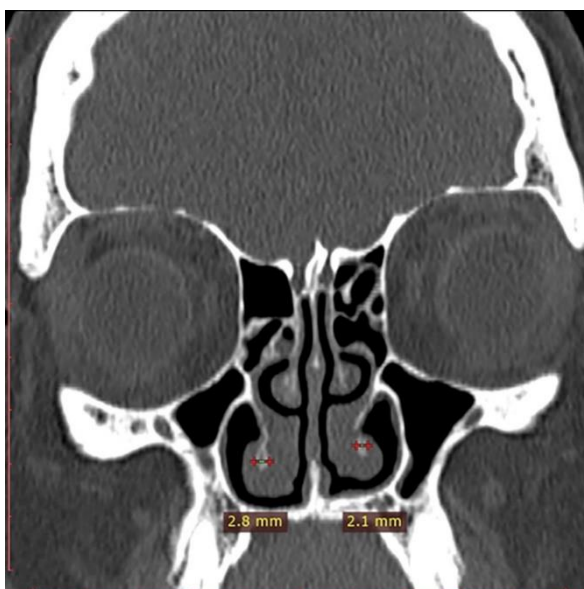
Secțiune CT coronală - componenta osoasă a cornetului inferior
